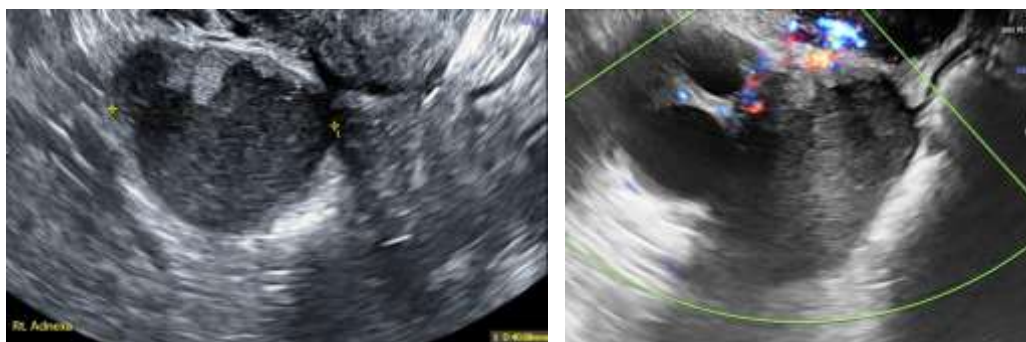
Falso negativo. Paciente de 38 años. Ecografía en escala de grises y con doppler color
